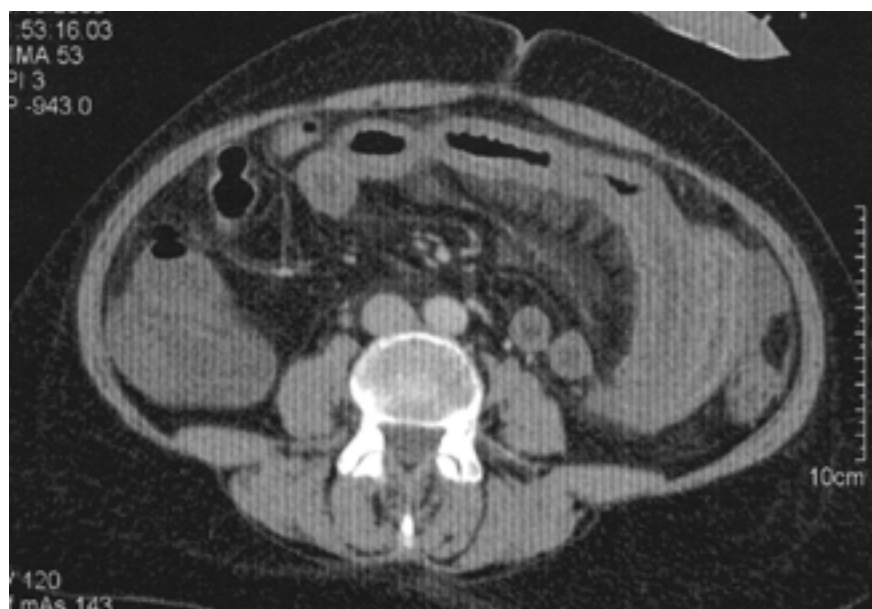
Computertomografie des Abdomens
